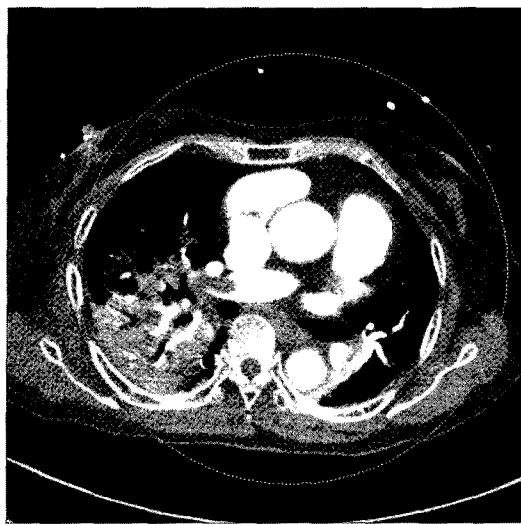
Chest CT scan shows a massive embolus in the right pulmonary artery.
